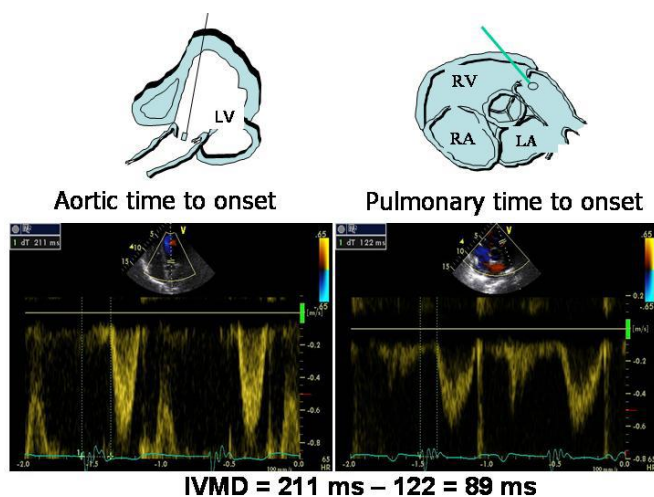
Avaliação do atraso mecânico interventricular por *Doppler* pulsado.⁽³⁸⁾
